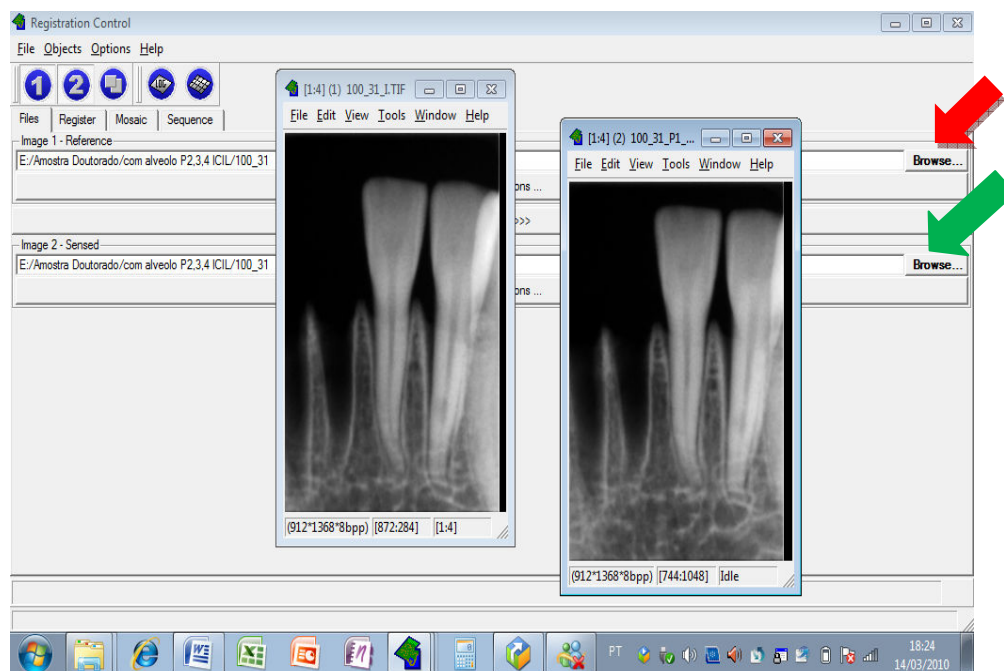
Seleção das imagens: clicar em *Files*. Primeiro deve ser selecionada a tecla *browse* (na seta vermelha) e aparecerá a tela 1(a esquerda), selecionando a tecla *browse* (na seta verde) aparecerá a segunda tela, a segunda radiografia periapical (a direita)
